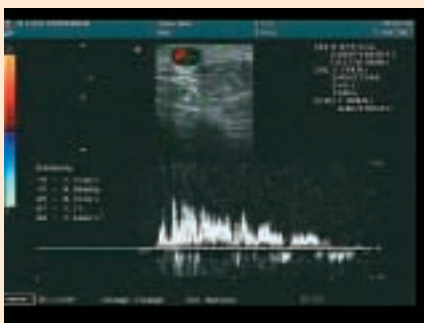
Reflux ve velké safeně znázorněný červeně v barevně kódovaném ultrasonografickém obraze
